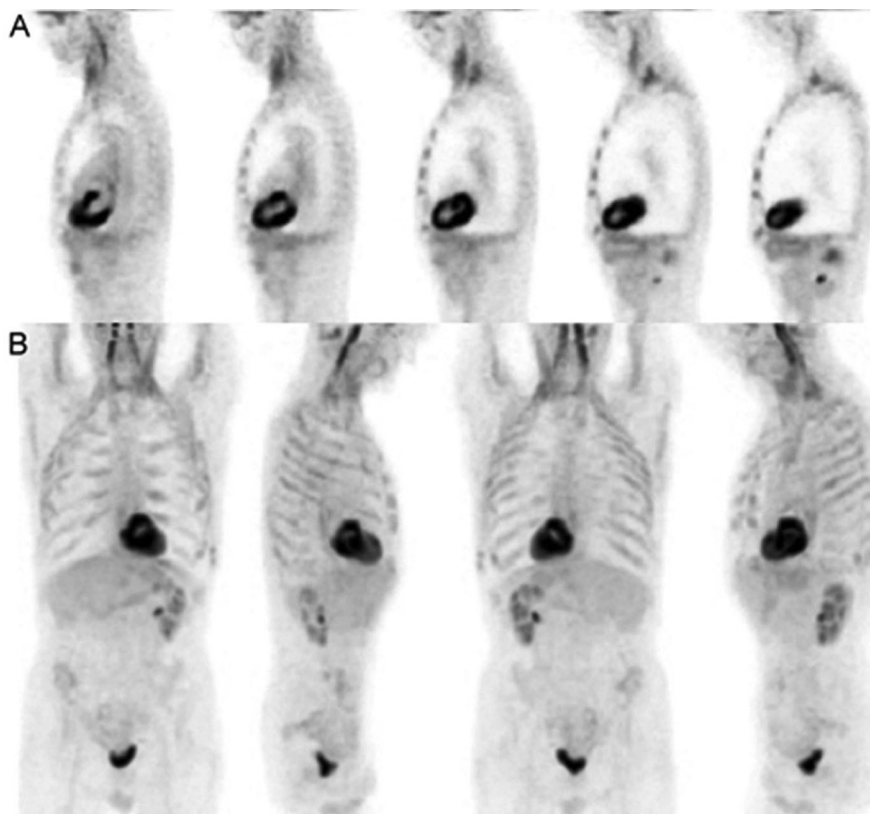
(A) Sagittal images of PET in a COPD patient (No. 11, Table 3) show increased anterior-posterior dimension, downward displacement of the diaphragm, and apparently lucent lungs. In addition, thoracic cavities occupy more than half the body trunk; the right ventricle is well visualized, and sternocleidomastoid muscles are seen. (B) Anterior, posterior, right lateral, and left lateral projections of PET show prominent bilateral sternocleidomastoid and intercostal muscles, biventricular enlargement and downward diaphragmatic displacement with flattened upper border of the liver.
